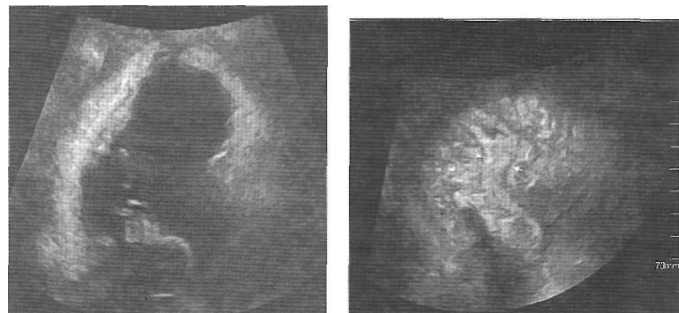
Крупный сгусток: А. Режим серой шкалы при обычном УЗИ; Б. Режим многоплановой реконструкции обеспечивает анализ основания образования и исключает опухоль.
